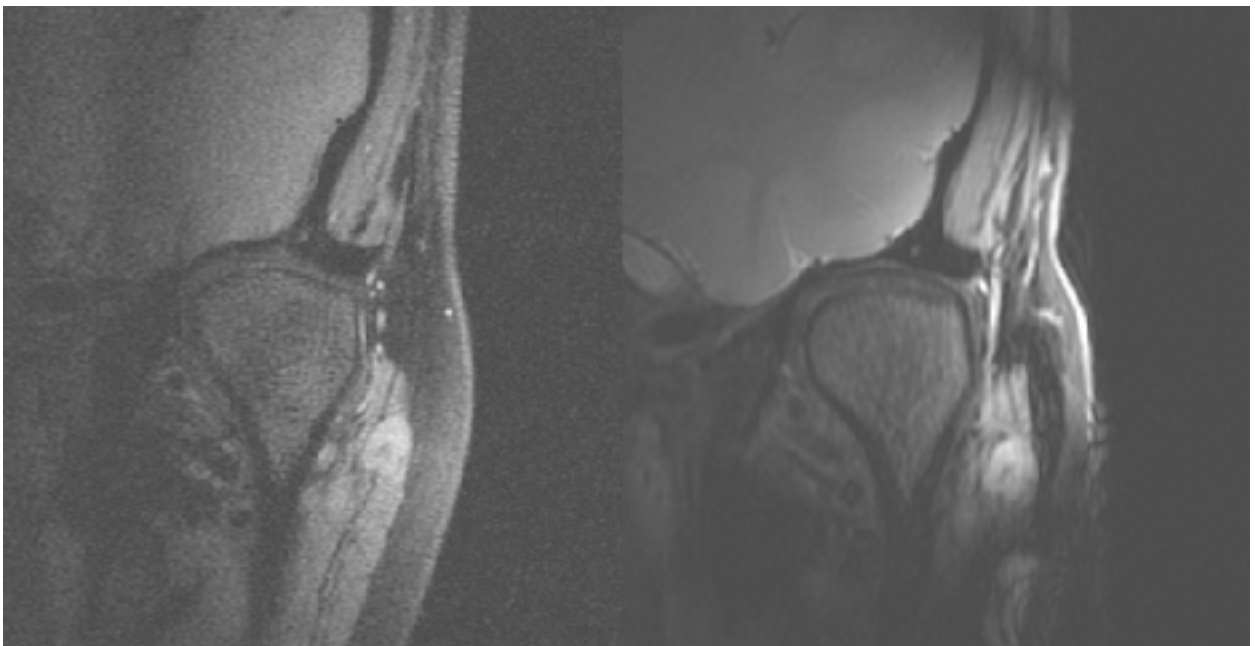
MRT-Aufnahme 1,5 T (links) und 3,0 T (rechts), coronare Schicht, Ruheschwebelage
